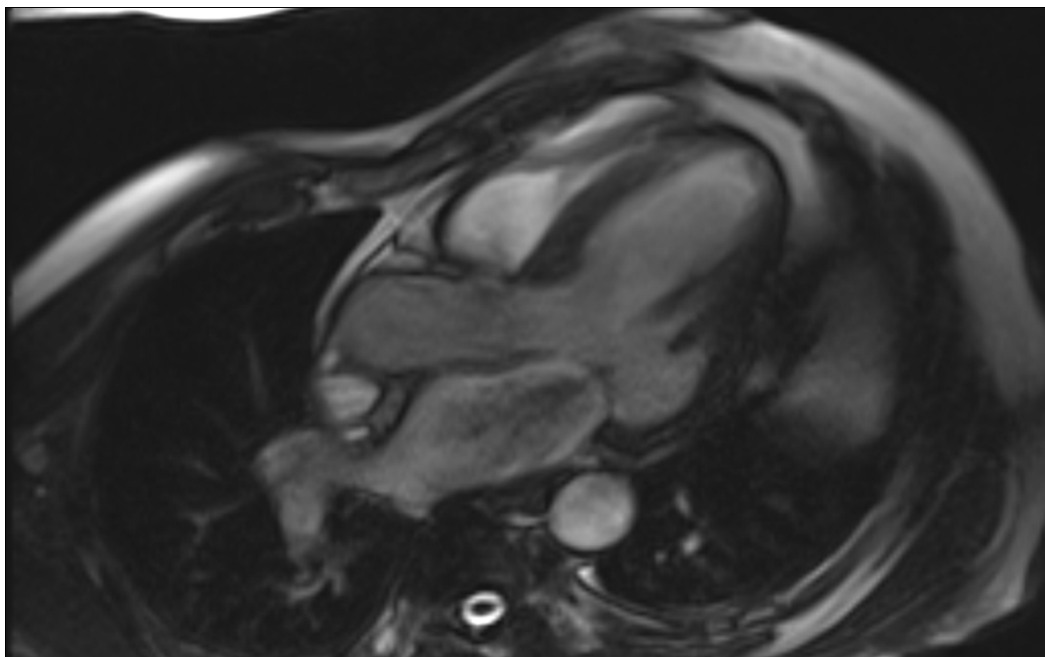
Visão das três câmaras. Regurgitação mitral de leve a moderada. A ressonância magnética cardíaca pode facilmente calcular fração e volume de regurgitação. A imagem sistólica final foi utilizada para medir as características mitrais geométricas tais como área de coaptação, ângulo de coaptação, altura de coaptação, assim como os comprimentos dos folhetos anterior e posterior.
